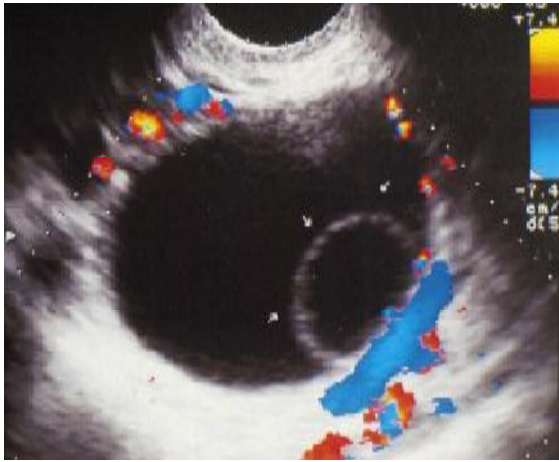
Aspect échographique d'un kyste fonctionnel non compliqué (faible vascularisation) [47]
